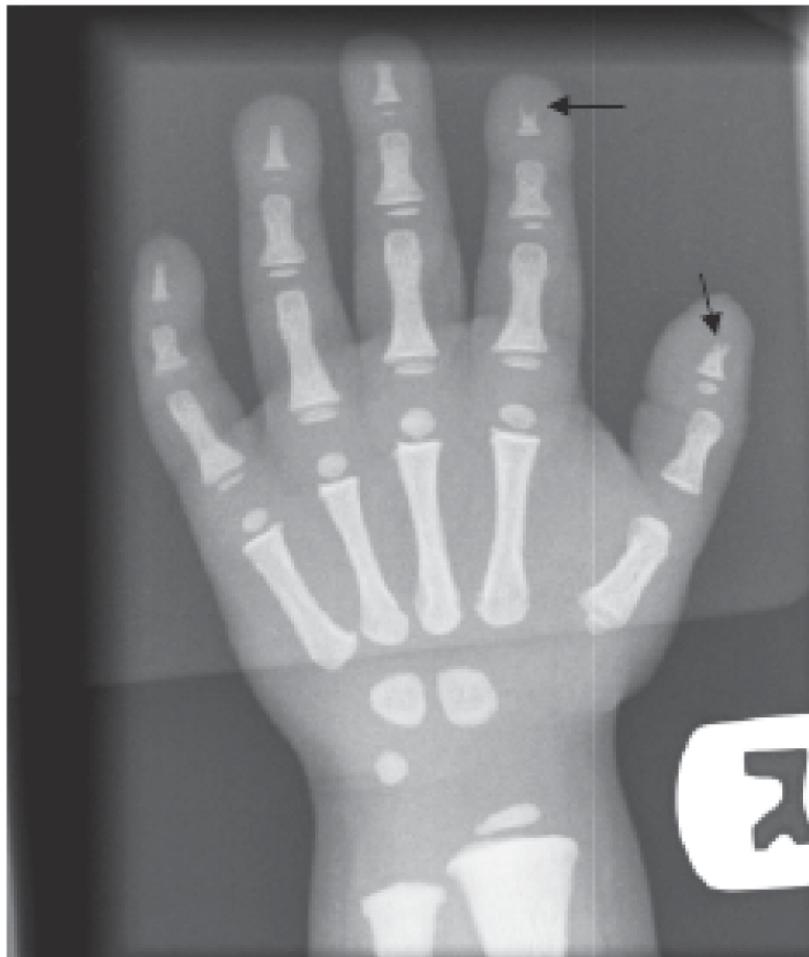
Рентгенография кисти, возраст 4 года. Отмечаются акроостеолизис дистальных фаланг (стрелки) и диффузное повышение плотности кости.
